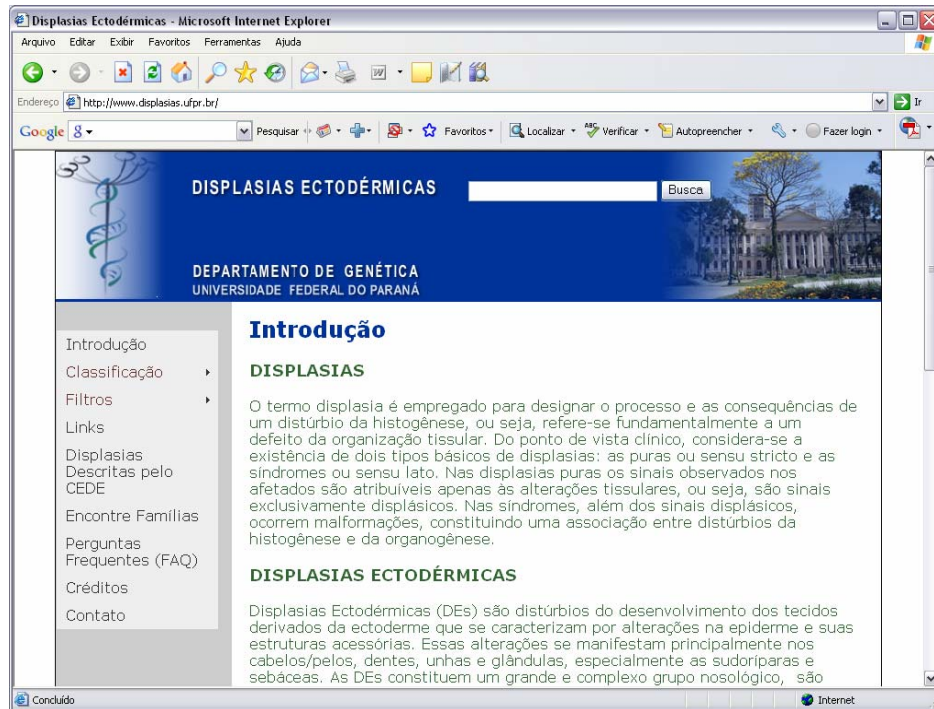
ASPECTO DA PÁGINA INICIAL
